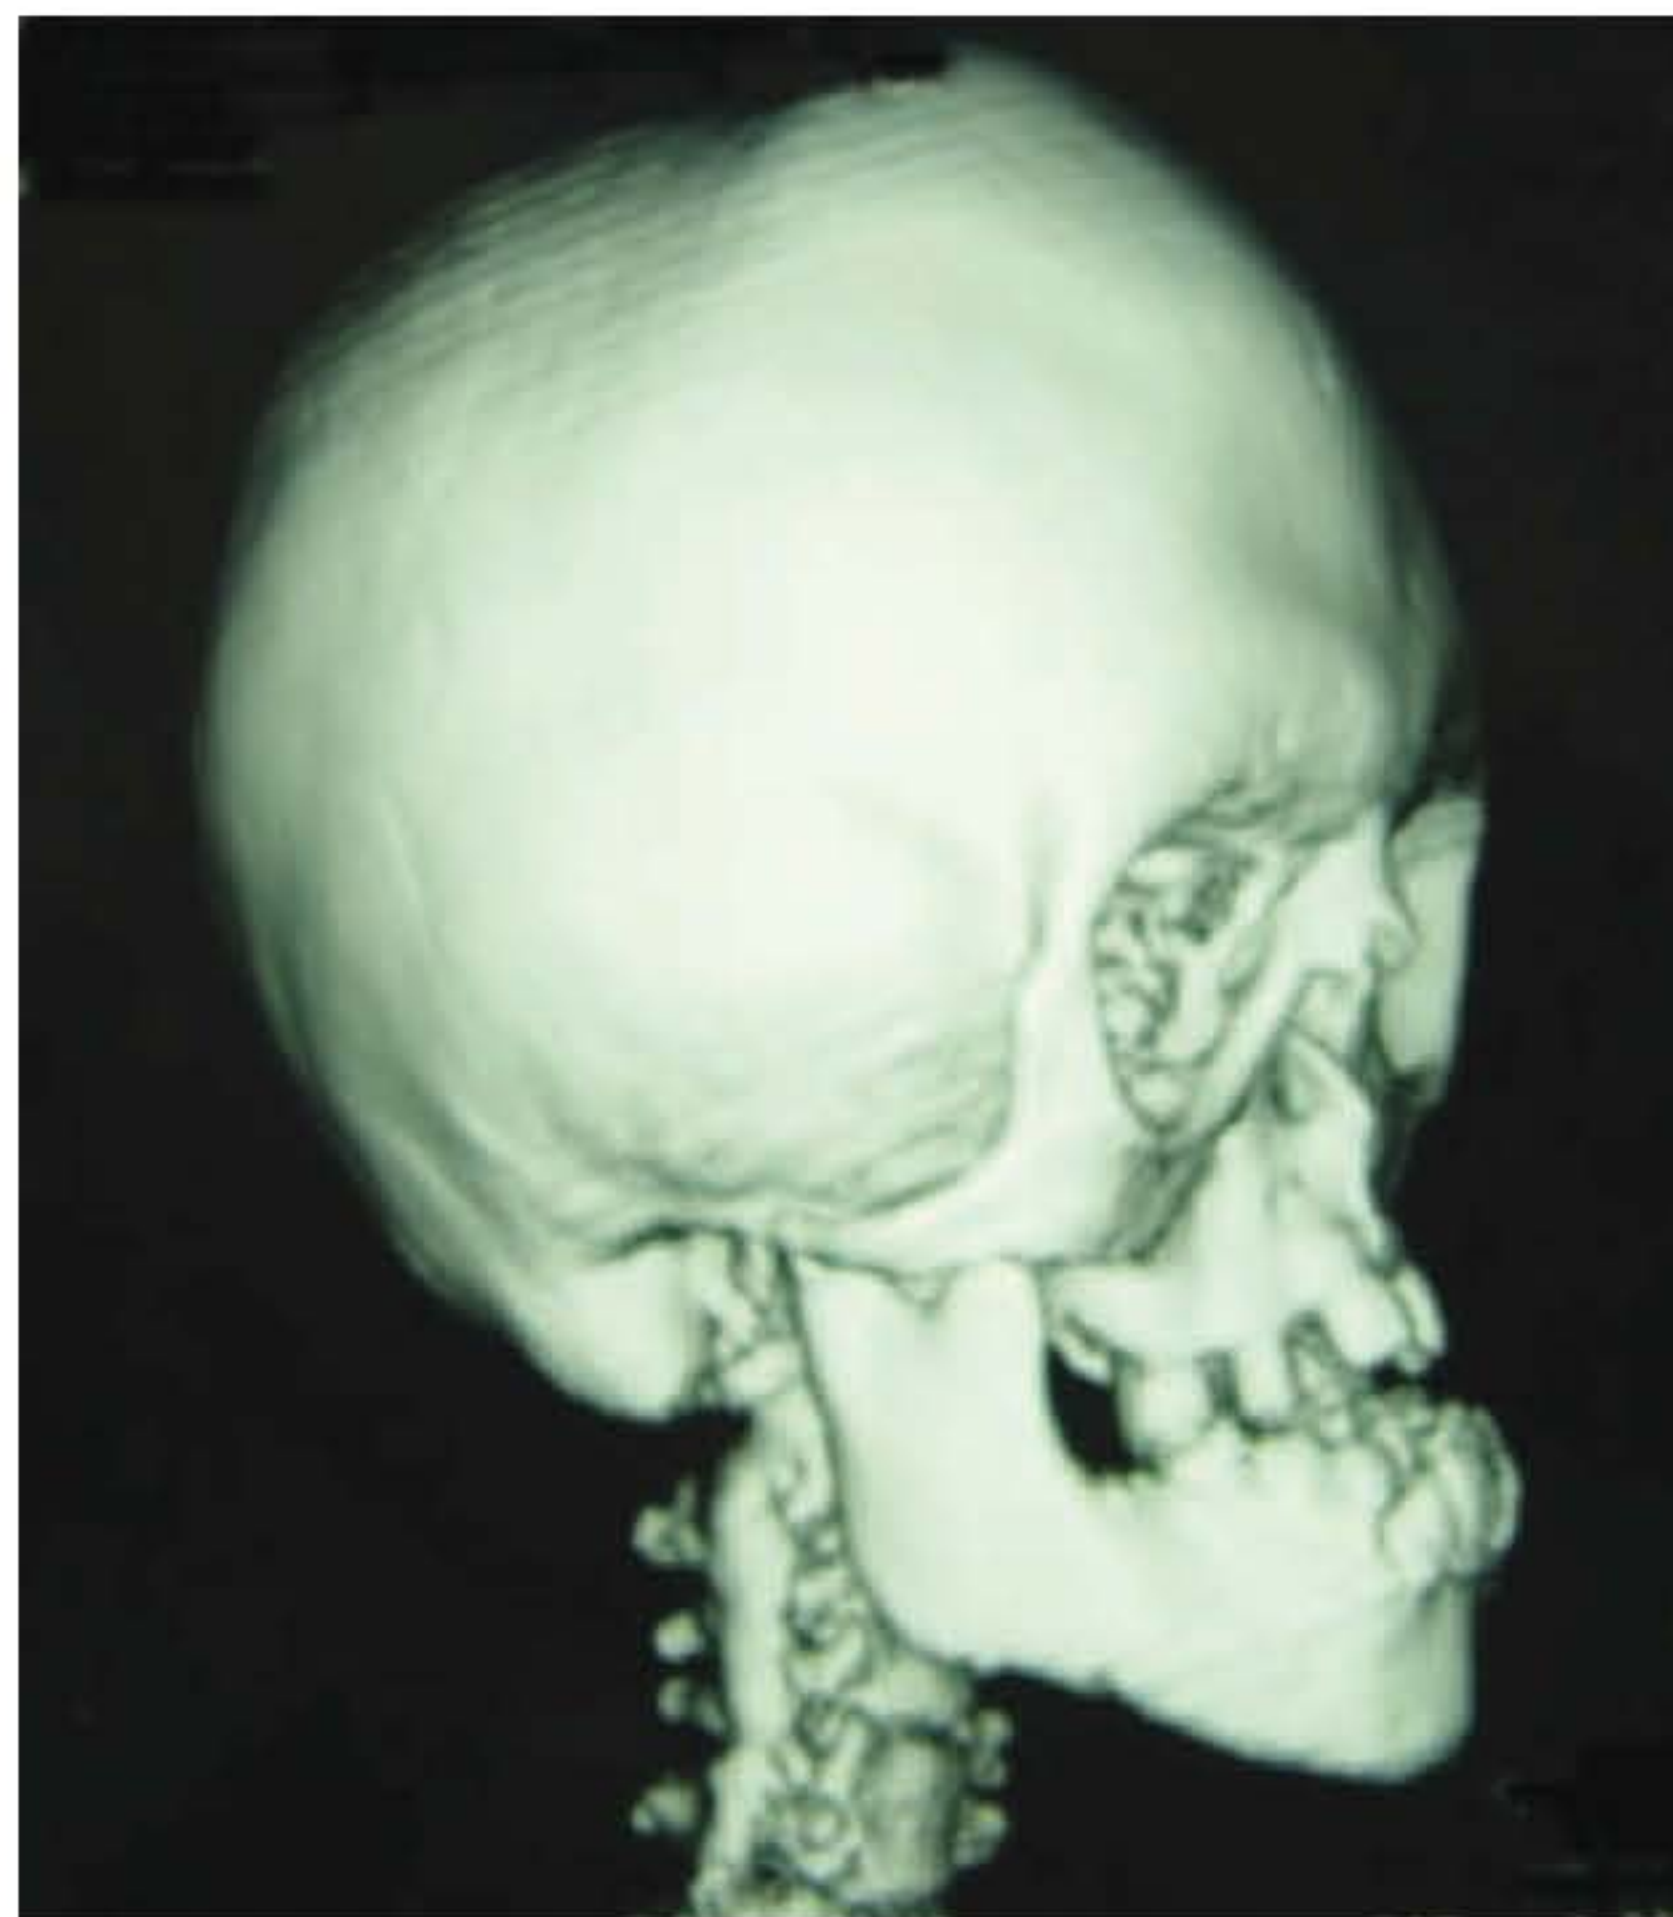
► Tomografia com reconstrução em 3D do crânio de paciente portador de craniofaciestenose mostrando ausência das suturas.
